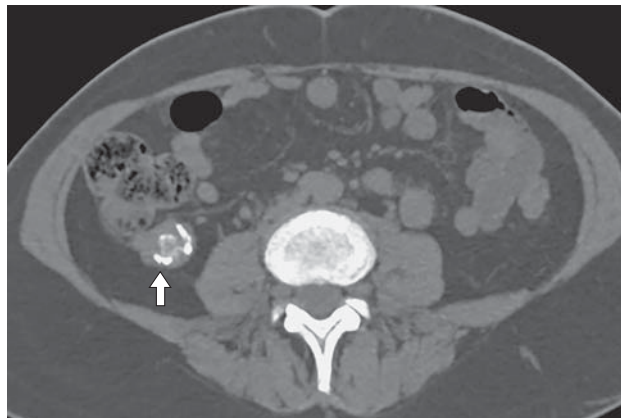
Компьютерная томограмма органов живота. Отдаленный период после аппендэктомии. Образование неоднородной структуры за счет гиперденсных включений “металлической” плотности – госсипиома с рентгеноконтрастными метками (стрелка).
